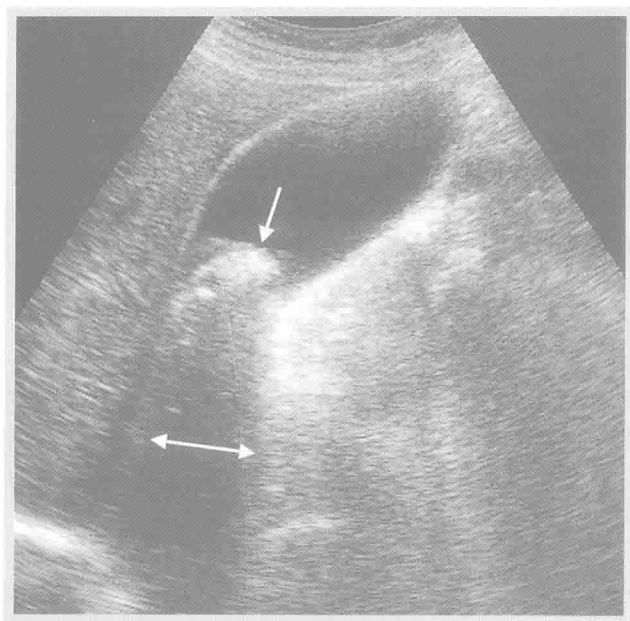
膽囊超音波像顯示在膽囊頸部 (neck of gall bladder) 有一顆大結石 (朝下箭號)。注意在結石背後的音影 (acoustic shadow) (水平箭號)。
